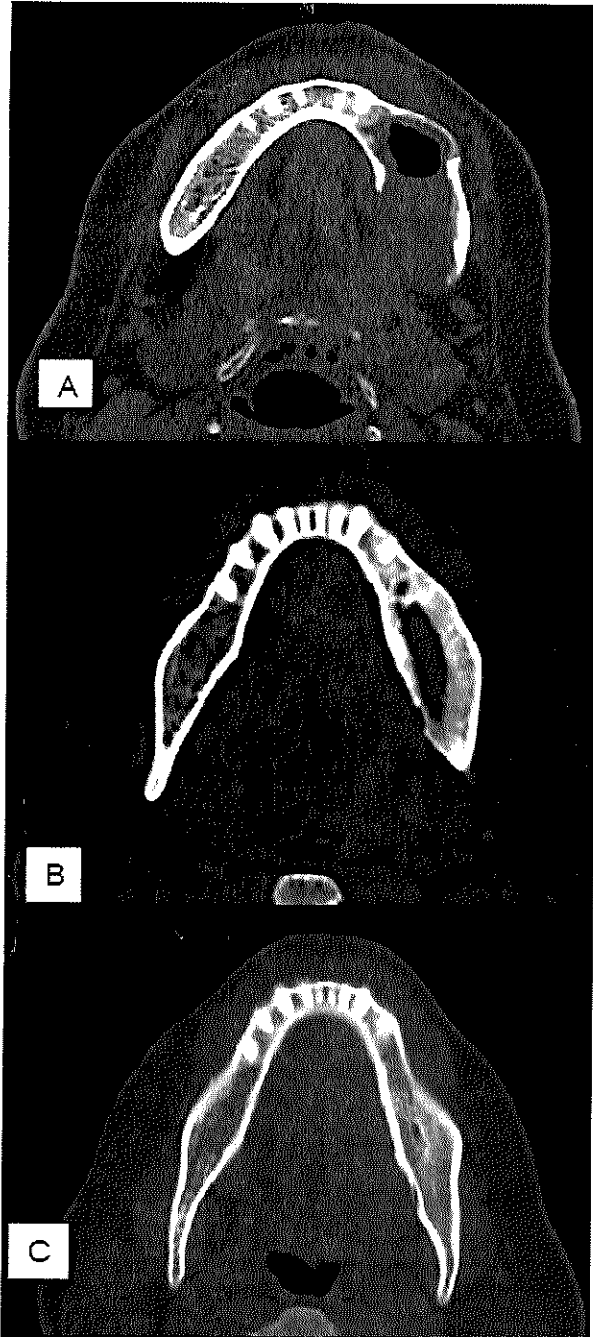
Tomografía en corte axial del 2015 (A), 2017 (B) y 2018 (C).
